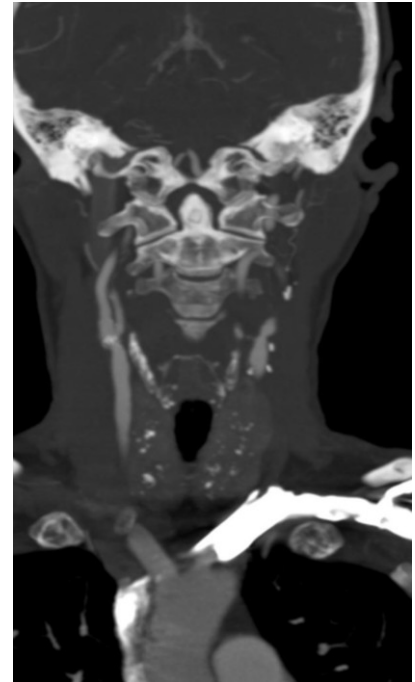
CT: coronare Darstellung einer multiplanaren Rekonstruktion der rechten Carotisbifurkation. Durch die starke Verkalkung des stenosierenden Plaques ist eine exakte Stenosegradgraduierung nicht möglich.
